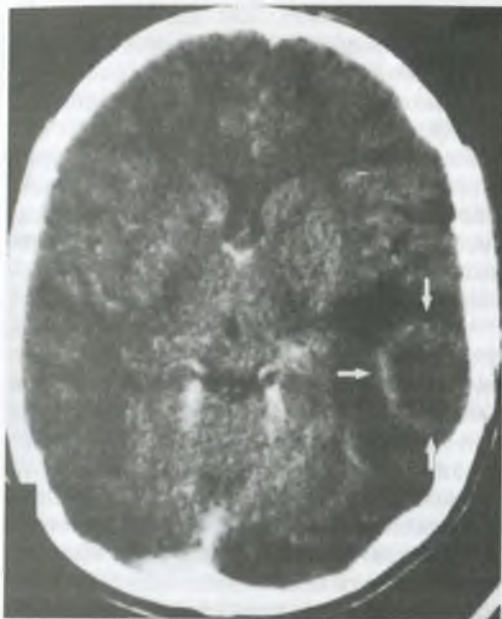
КТ головного мозга с контрастированием. В левой височной доле виден абсцесс, окруженный зоной отека.
